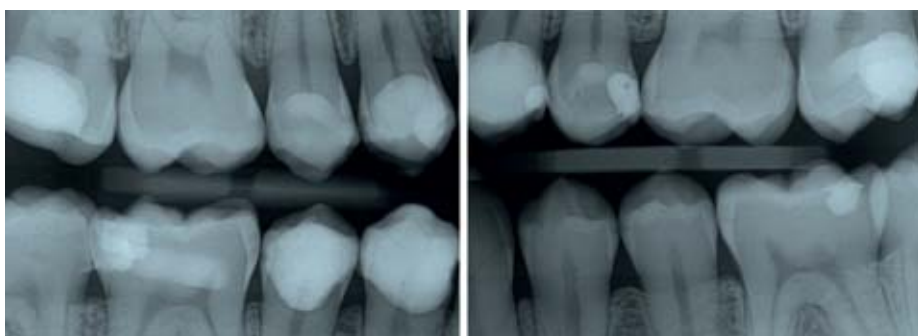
Bitewing-Aufnahmen 2 Jahre nach initialer Befundaufnahme. An den Zähnen 16, 15, 14, 26, 35, 34 und 45 sind Transluzenzen i.S.v. initialen Schmelzläsionen erkennbar. An den Zähnen 36, 33 und 46 befinden sich Transluzenzen bis zur Schmelz-Dentin-Grenze i.S.v. D1-Kariesläsionen. Röntgenologisch konnte keine nennenswerte Progression detektiert werden und klinisch wies keine Läsion eine Kavitation auf, daher konnte auf eine invasive Therapie verzichtet werden.
